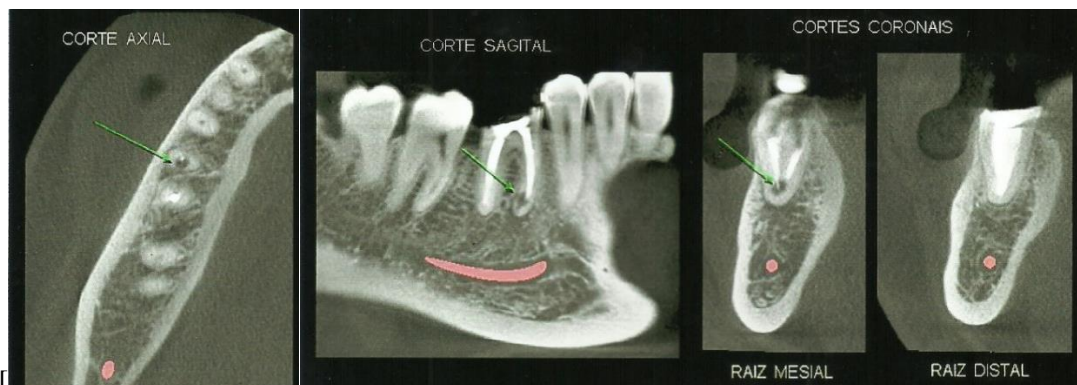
imagens tridimensionais de TC, cortes axial, sagital e coronal respectivamente, diagnosticando a presença de reabsorção interna inflamatória localizada no ápice das raízes radiculares mesiais.
